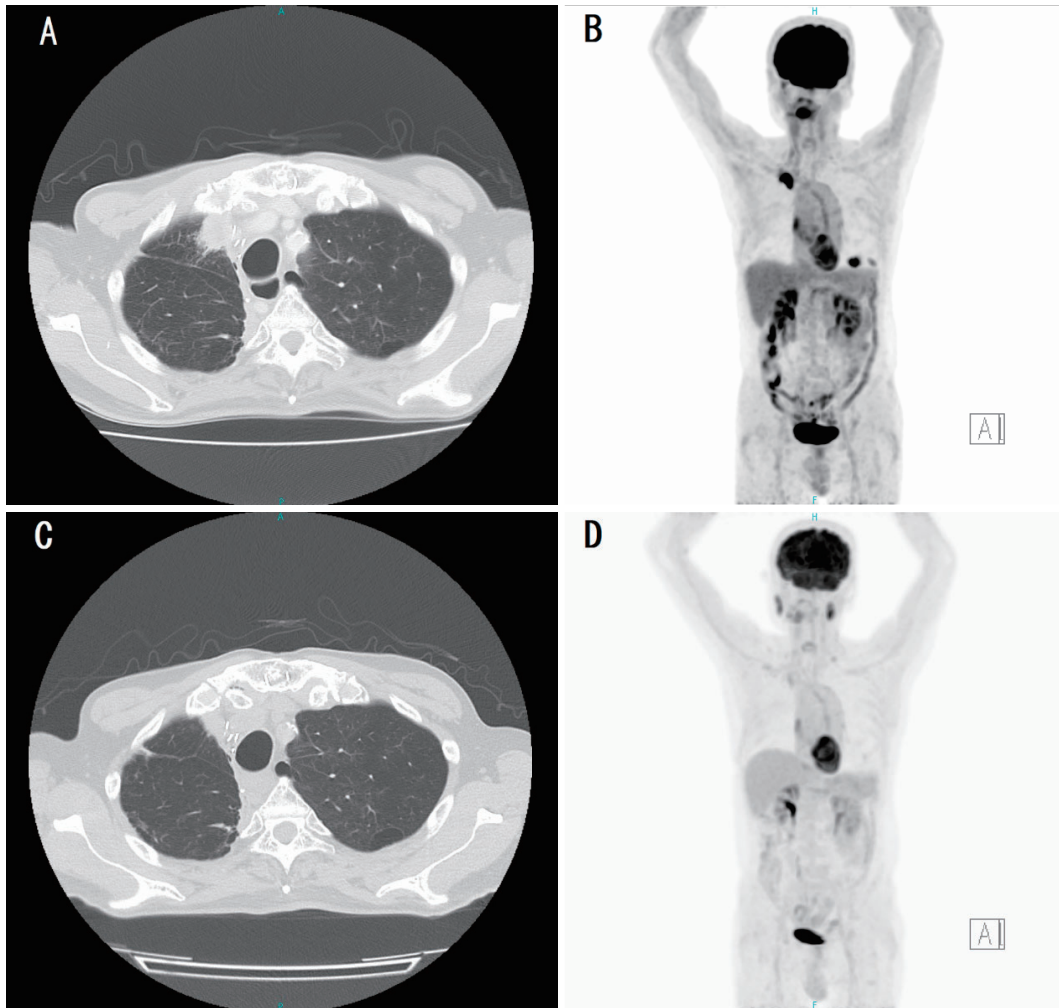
A, B; Right middle-lobe lung cancer before using molecular-targeted drugs. Computed tomography (CT) findings (A). FDG accumulation in the primary site, ribs, and sacrum with positron emission tomography (PET) (B). C, D; Six months after the start of molecular-targeted therapy. The primary tumor had shrunk on CT (C) and PET findings (D).
